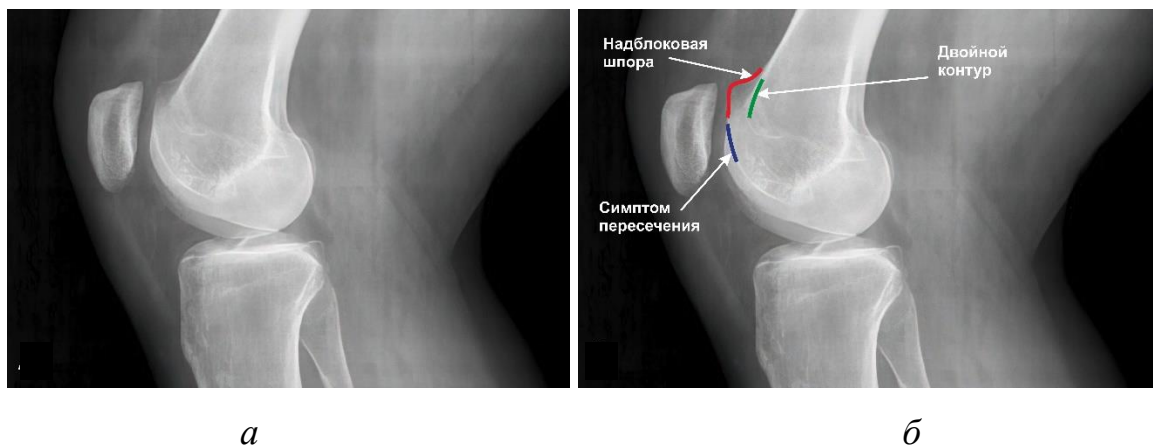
Рентгенограммы КС в боковой проекции: *а* — без обозначений; *б* — с рентгенографическими признаками трохлеарной дисплазии с обозначениями: синяя линия — «симптом пересечения», представляющий самую глубокую точку трохлеарной борозды, пересекает переднюю границу мыщелков бедренной кости; красная линия — «надблоковая шпора», выступ блока на переднем кортикале бедренной кости; зеленая линия — «двойной контур», гипопластическая медиальная фасетка, расположенная позади латеральной фасетки
